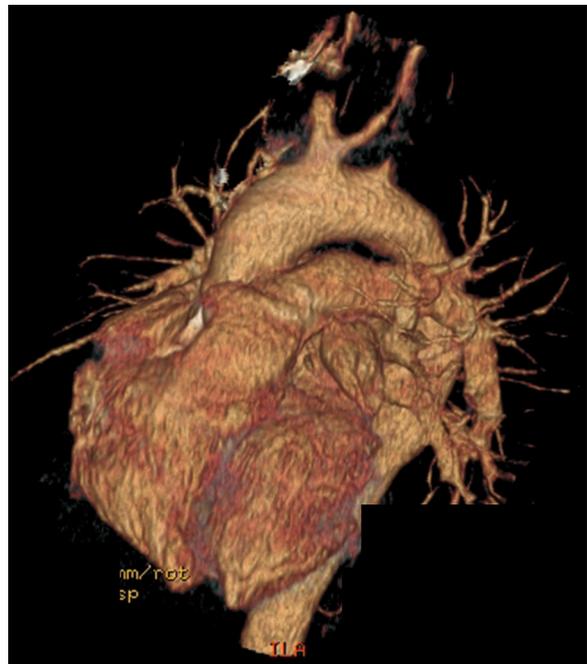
Tomografía computarizada tridimensional. En troncos supraaórticos se aprecia estenosis de la carótida común izquierda y oclusión de la subclavia izquierda. Elaboración propia, imagen aportada por el servicio de radiodiagnóstico del Hospital Universitario de Getafe (Madrid).
